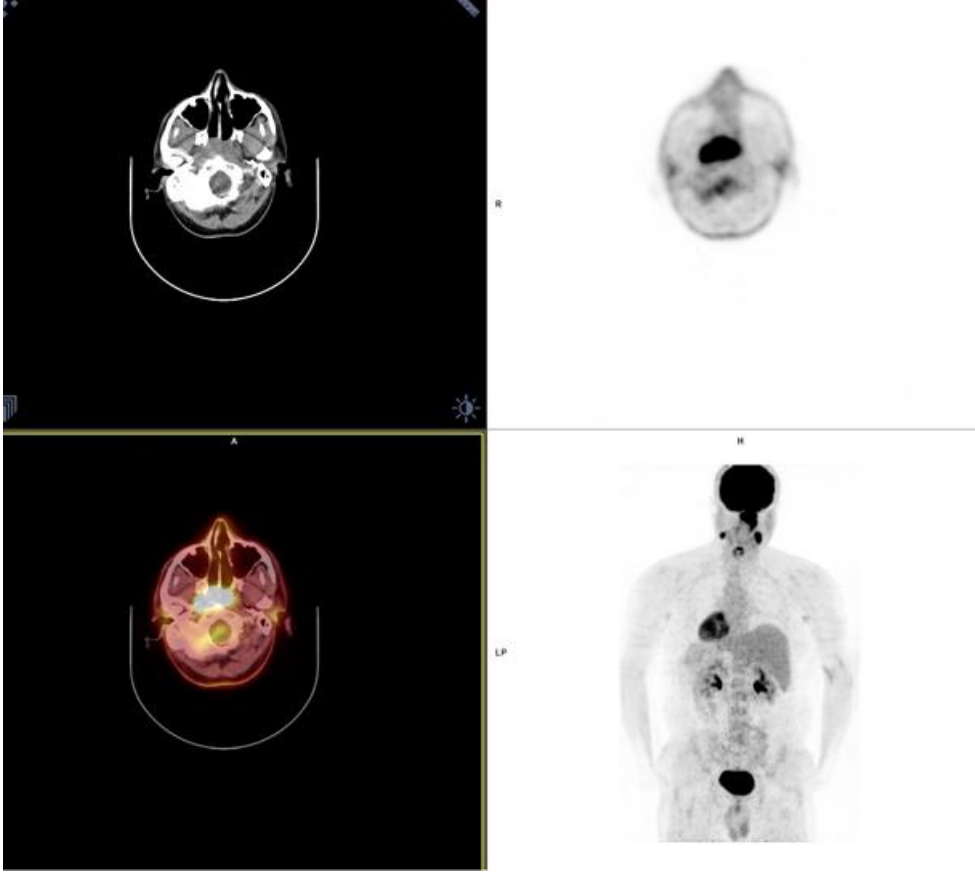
53 yaşında, Evre 1 NFK tanılı, nodal metastaz izlenmeyen hastaya ait FDG PET/BT görüntüleri.
